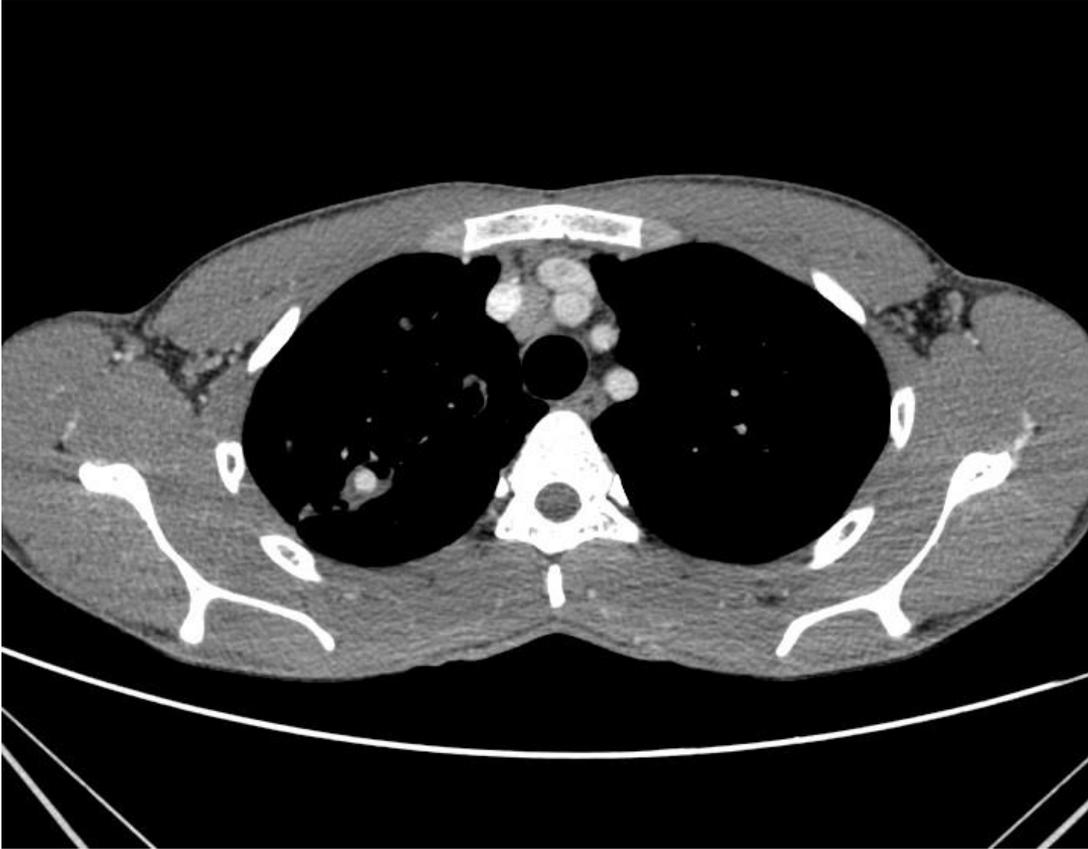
Tomografia de tórax em um corte axial, janela de mediastino, fase arterial.
